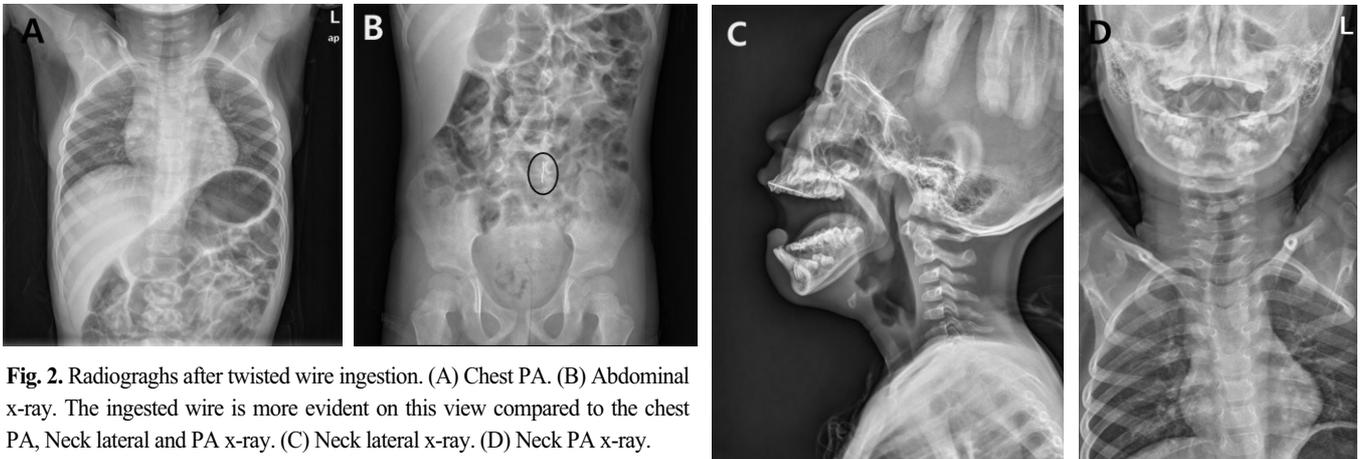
Radiographs after twisted wire ingestion. (A) Chest PA. (B) Abdominal x-ray. The ingested wire is more evident on this view compared to the chest PA, Neck lateral and PA x-ray. (C) Neck lateral x-ray. (D) Neck PA x-ray.
